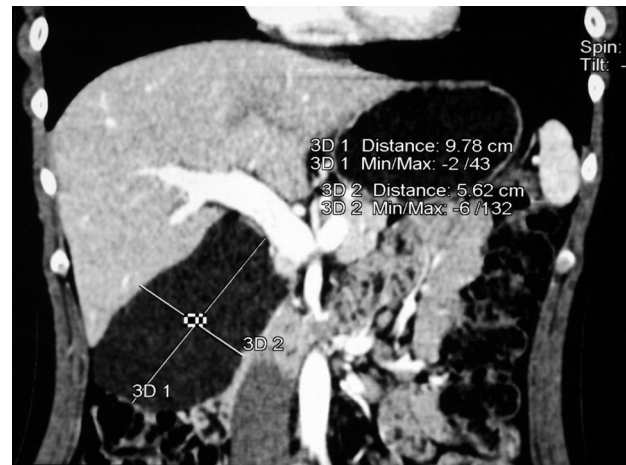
Ricostruzione TC che evidenzia i rapporti della neoformazione con le strutture adiacenti.
